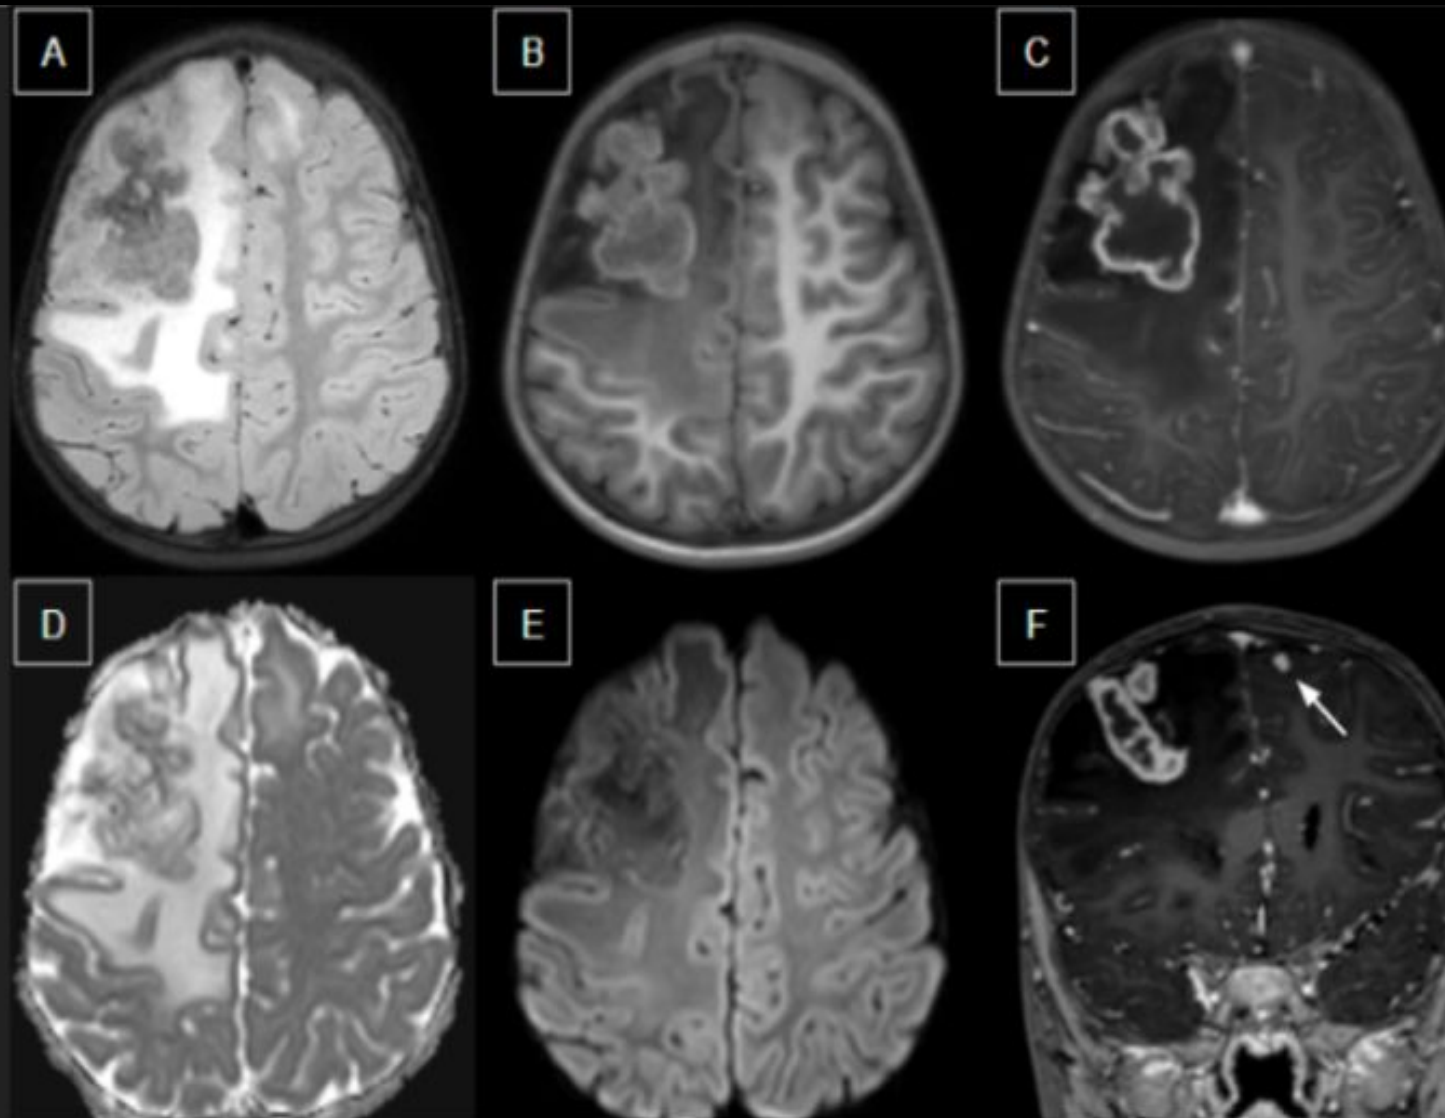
RM de cerebro con contraste. Cortes axiales (A-E) y coronal (F). En secuencia FLAIR (A) se observa una imagen polilobulada predominantemente hipointensa en región frontal derecha, con componente hiperintenso difuso adyacente en relación a edema/infiltración. En secuencia T1 sin contraste (B) la lesión es hipointensa con bordes hiperintensos, los cuales coinciden con áreas de restricción en difusión (D, E). Tras la administración de contraste endovenoso (C, F) se observa refuerzo heterogéneo predominantemente periférico con foco de refuerzo nodular frontal izquierdo (flecha).
